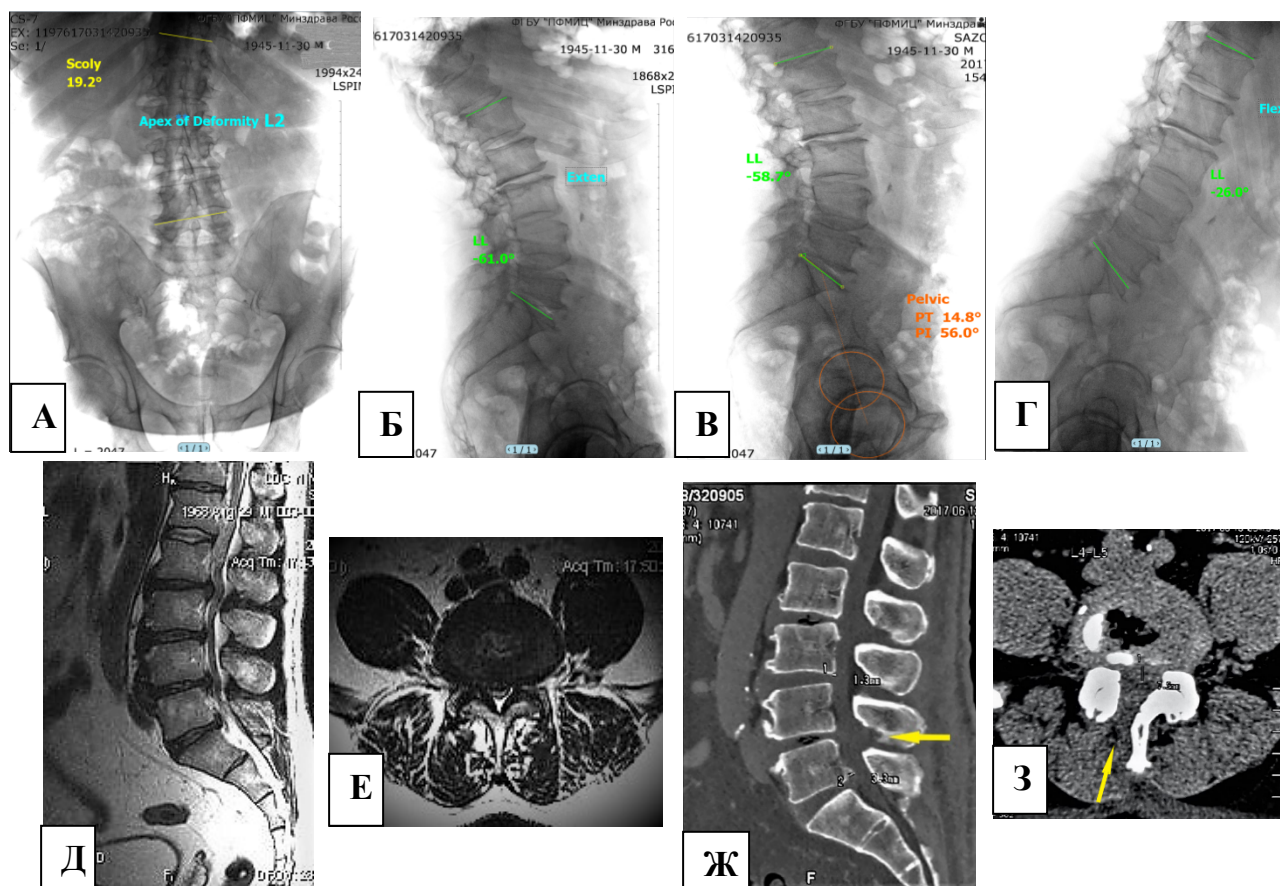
Пациент С., 72 лет (III КММ поясничного стеноза): рентгенограммы в прямой (А), боковой с разгибанием (Б), нейтральным положением (В) и сгибанием (Г) поясничного отдела позвоночника в вертикальном положении до операции.
